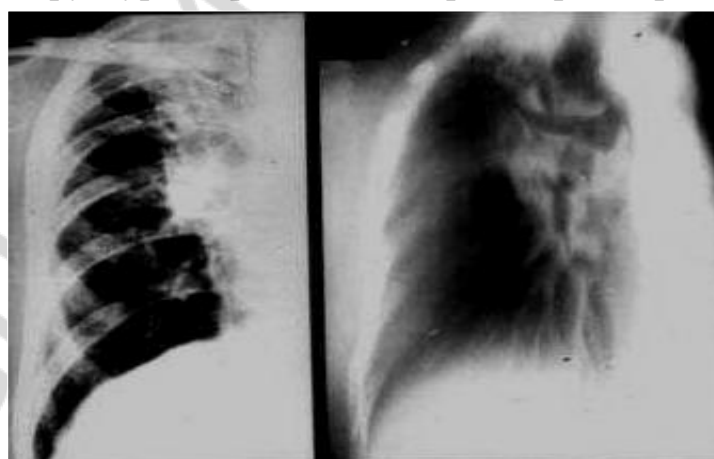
Позитивное изображение органов грудной полости при рентгеноскопии
